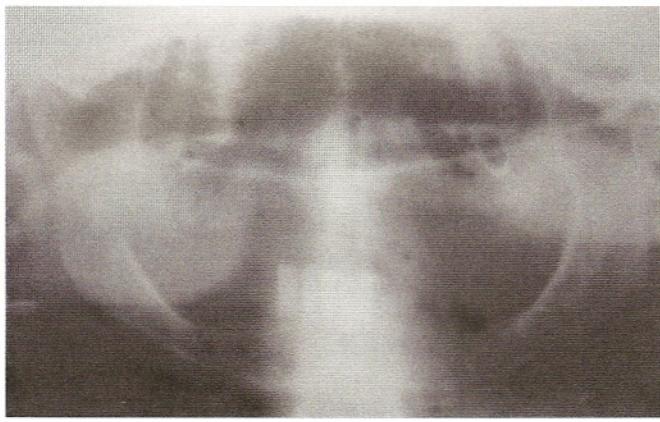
Ortopantomografia dos maxilares onde não foram evidenciadas alterações ósseas associadas ao quadro clínico.
